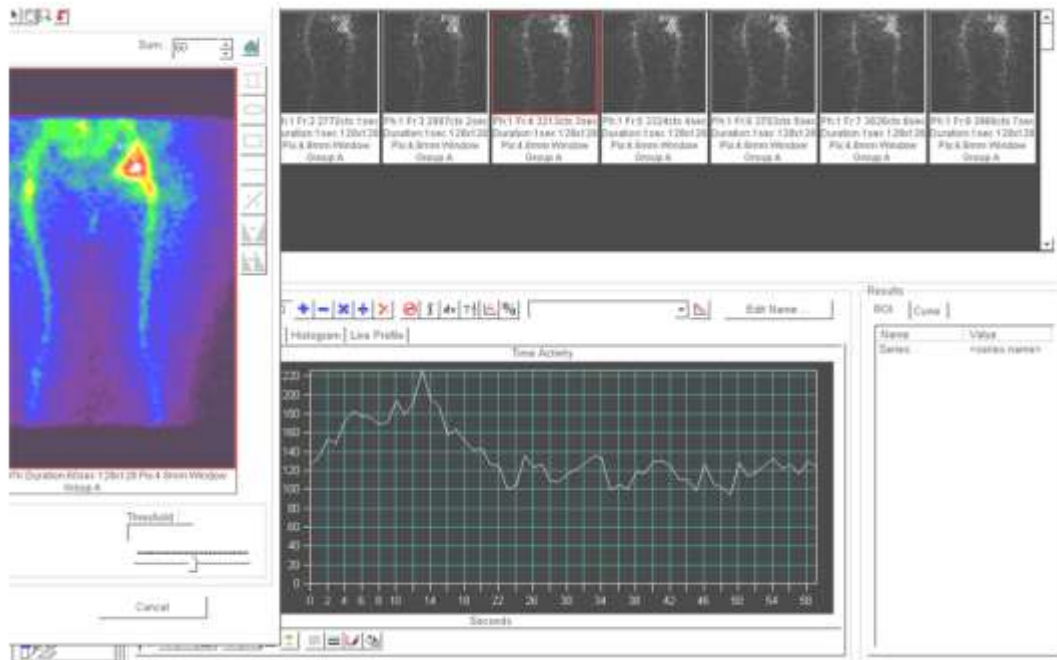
Фармакокінетика ^{153}Sm оксабіфору (динамічна сцинтиграфія та ангиографія). Ангіограма з метастазу в кістках таза з низькою фіксацією РФП (рак нирки)
